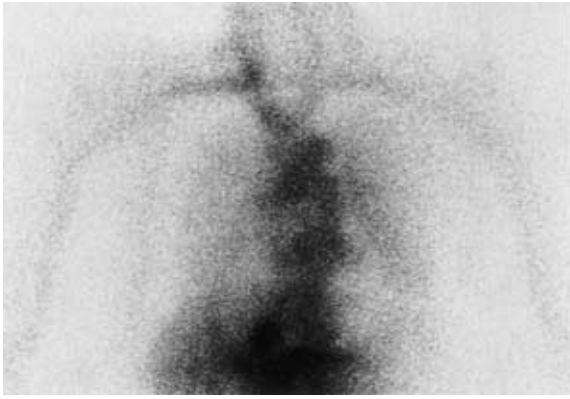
On scintigraphy of the lymphatic ducts, no obstruction or leakage was observed.
